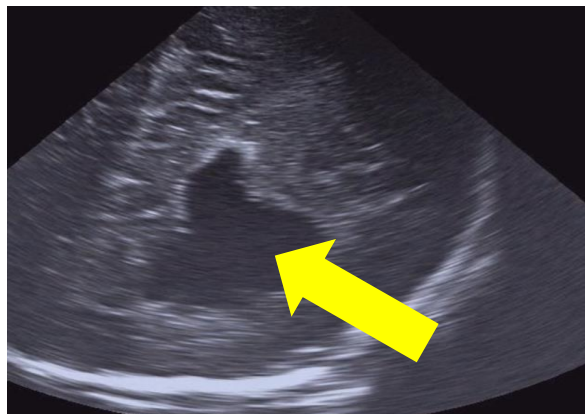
USG fetală (28 s.a.). Chist porencefalic
